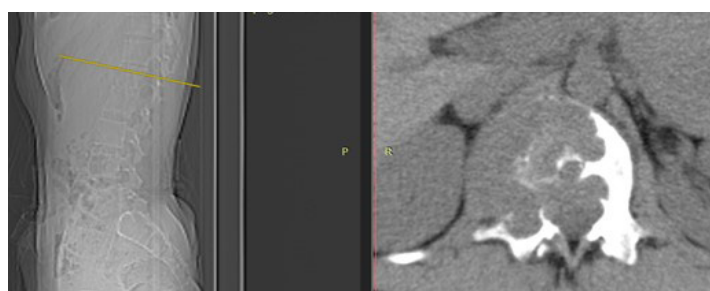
Sagittal and axial CT images of the patient two months later
